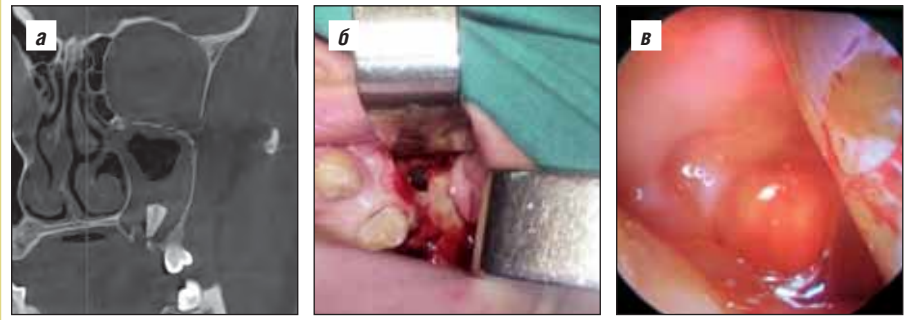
КТ-картина инородного тела (корень зуба) верхнечелюстной пазухи (а); оперативный доступ через переднюю стенку пазухи (б); эндоскопическая картина корня зуба в полости пазухи (в)
